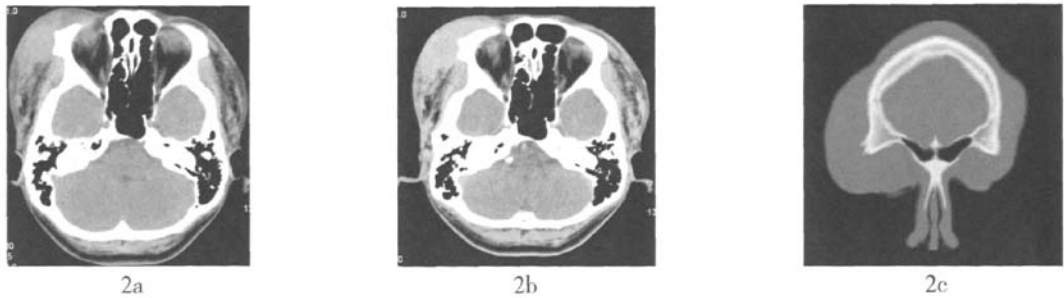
右侧眶部嗜酸性淋巴肉芽肿 CT平扫、增强扫描及冠状重建图(骨窗) 图2a为CT平扫图, 示右侧眼眶颞上部团块状软组织影, 形态欠规则, 边界尚清, 密度较均匀; 图2b为增强扫描图, 增强扫描中度并延迟强化; 图2c为冠状重建图(骨窗), 示右侧眼眶外侧壁局部骨质缺损。
